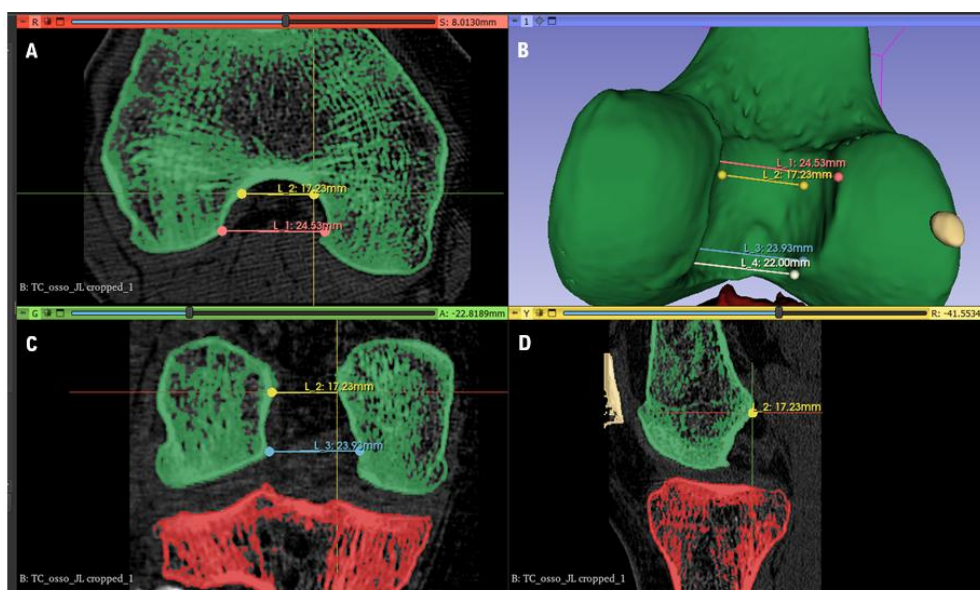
Conjunto de medidas da região intercondilar do fémur, do modelo de trabalho, nas imagens de TC por meio do software *3D Slicer*. (A) Determinação das medidas L_1 e L_2, na região intercondilar no plano axial. (B) visualização 3D das medidas retiradas ao modelo de trabalho. (C) Medidas L_2 e L_3, no plano coronal. (D) observação do ponto L_2, no plano sagital, uma vez que as medidas são perpendiculares a este plano, não se observou todo o seu comprimento.
